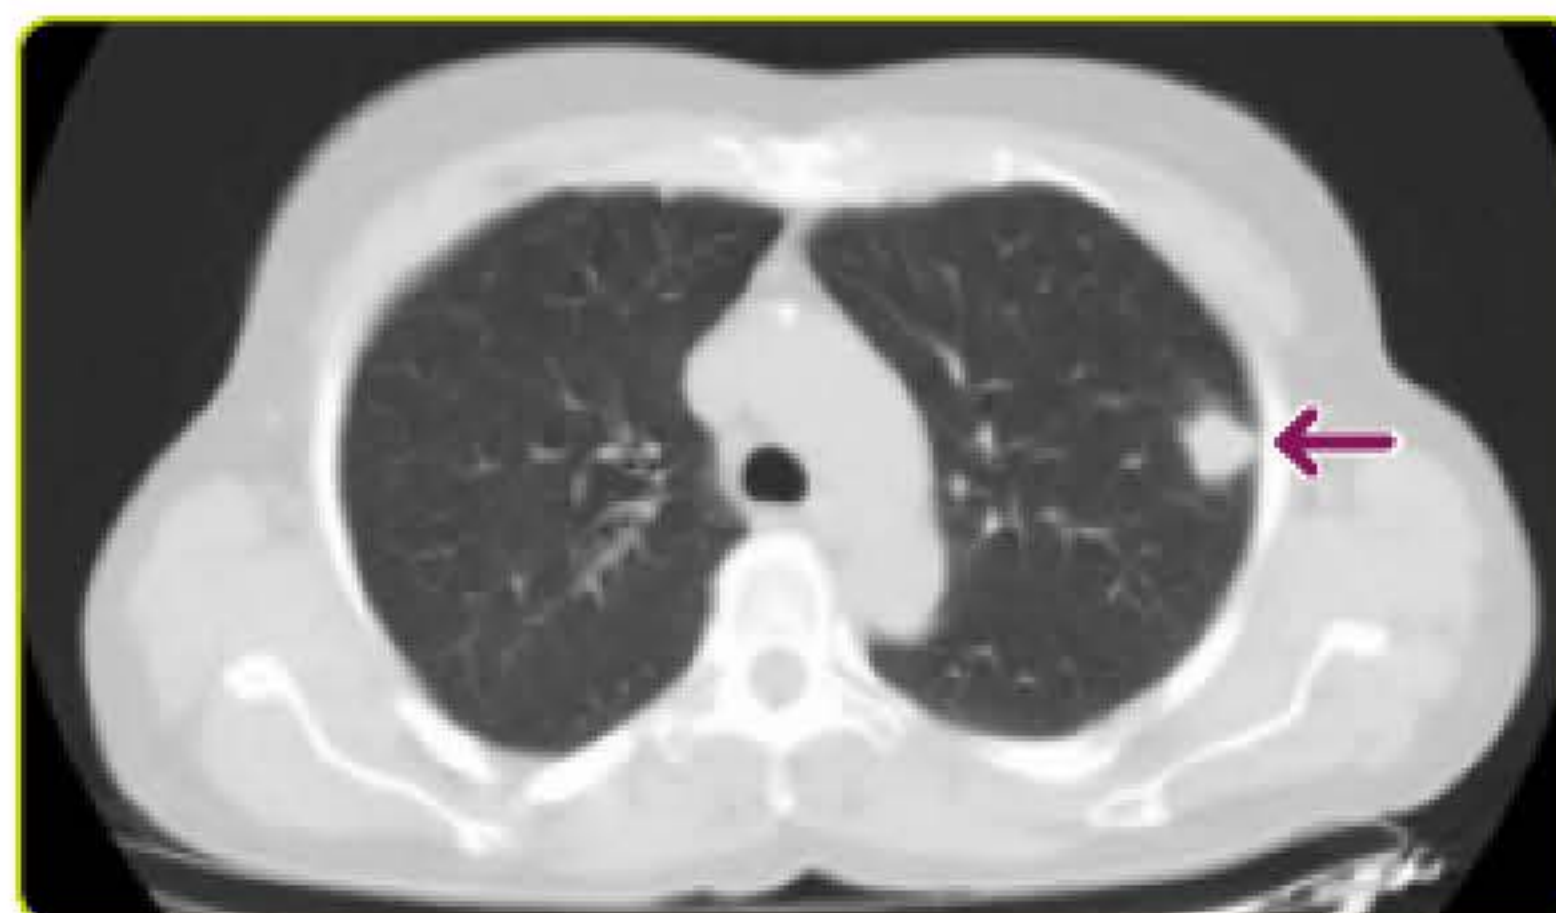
Nódulo pulmonar solitario: TC del mismo paciente.
